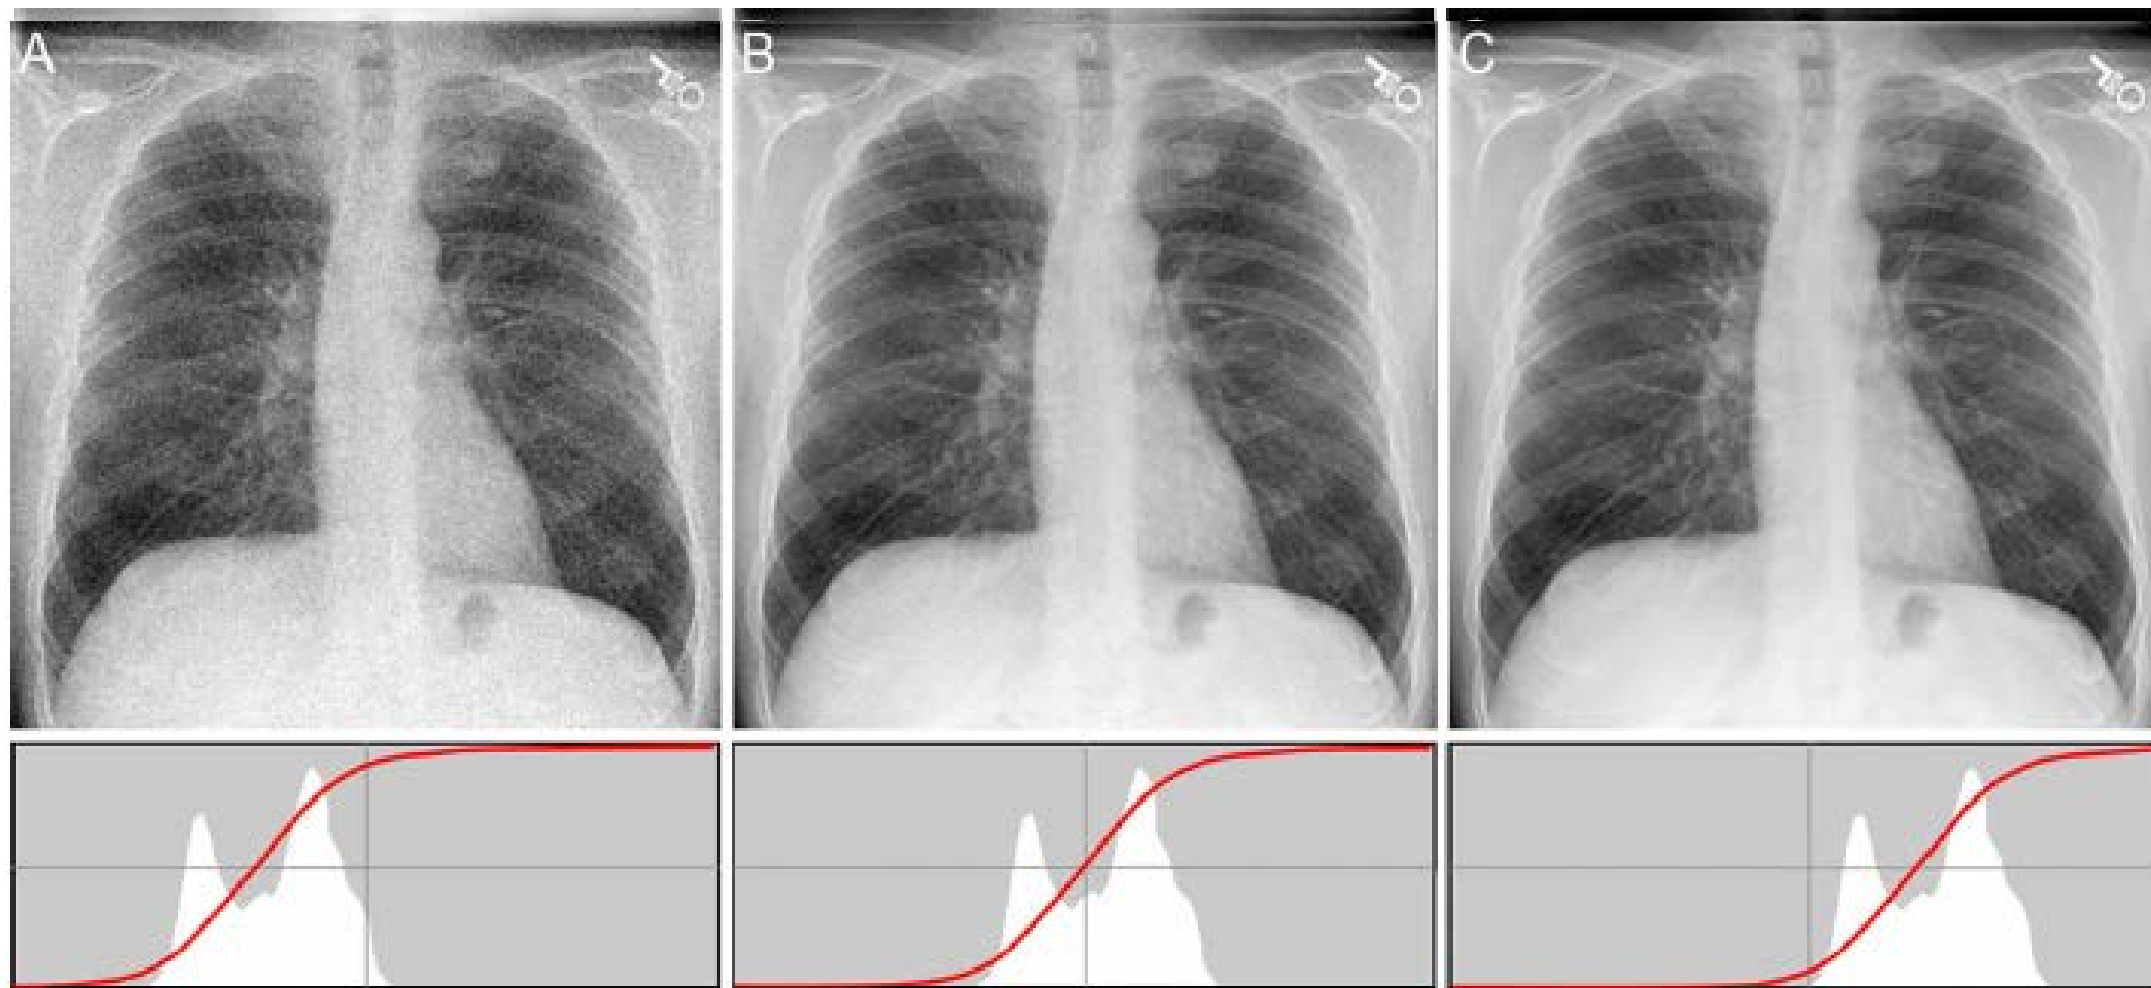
Response of a digital detector to exposure intensity variations. a Underexposure. b Correct exposure. c Overexposure. Underneath each image is a histogram representing the frequency distribution of digital values (directly related to intensity of X-rays transmitted through the patient, as in Fig. 1). The x-axis represents digital value
